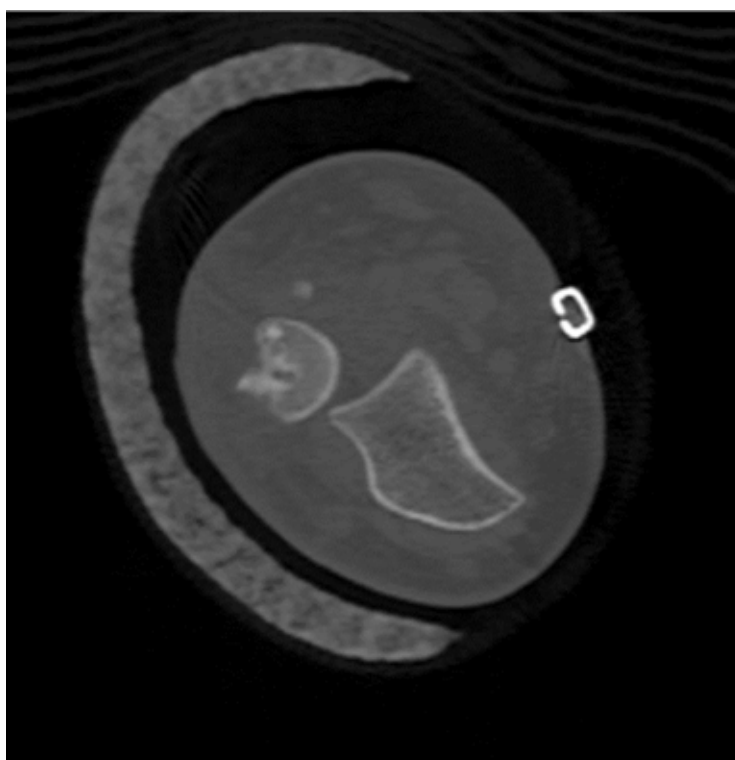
TC: se confirma la luxación de la ARCD
